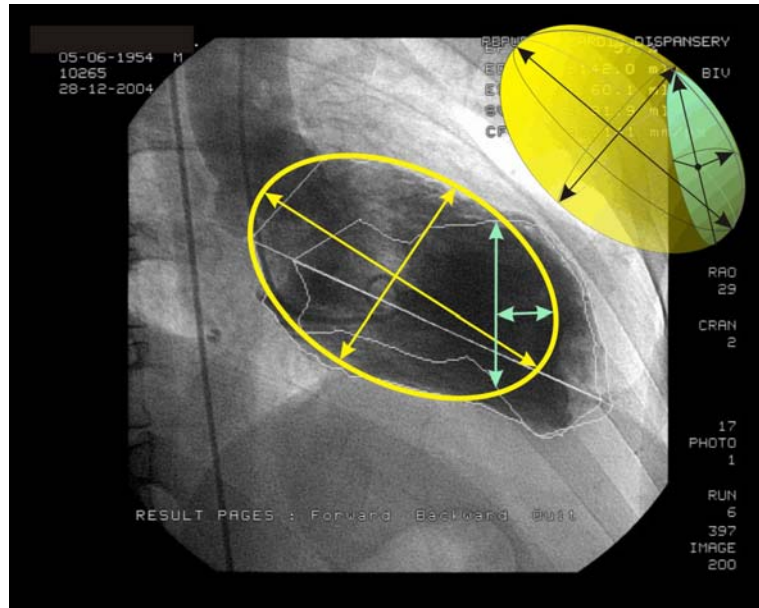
Необходимые измерения на левой вентрикулографии в стандартной проекции на предложенной рентгенограмме (RAO 30, CAUD 0).
